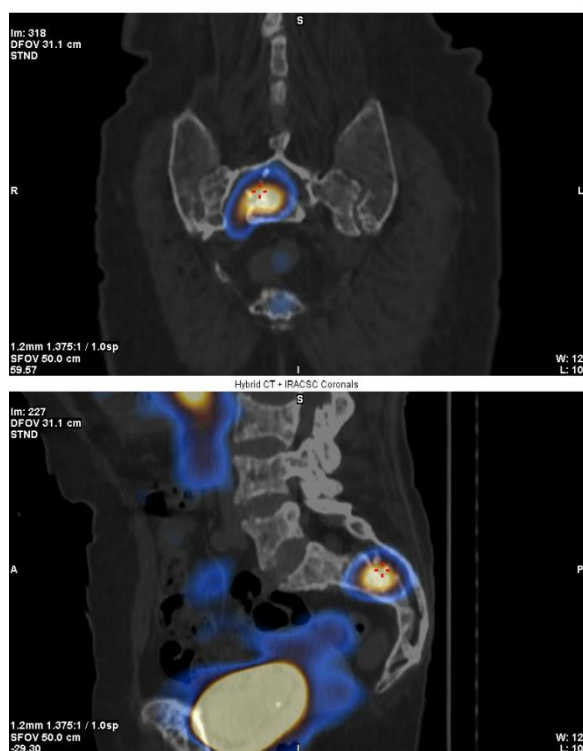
Сцинтиграфия с ^{99m}Tc -Тектритидом. В крестцовом канале мягкотканное образование 4,2 x 4,0 x 2,6 см, распространяющееся в малый таз
